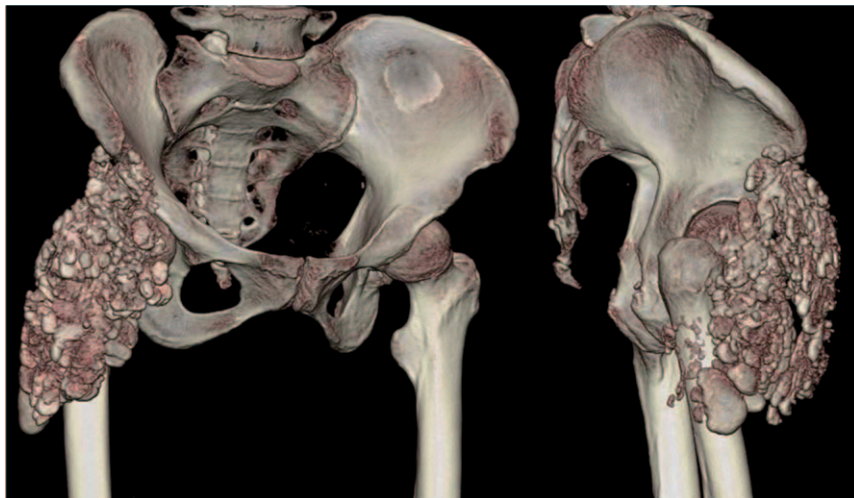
Three-dimensional computed tomography shows accumulation of multinodular calcareous deposits around right hip joint.
